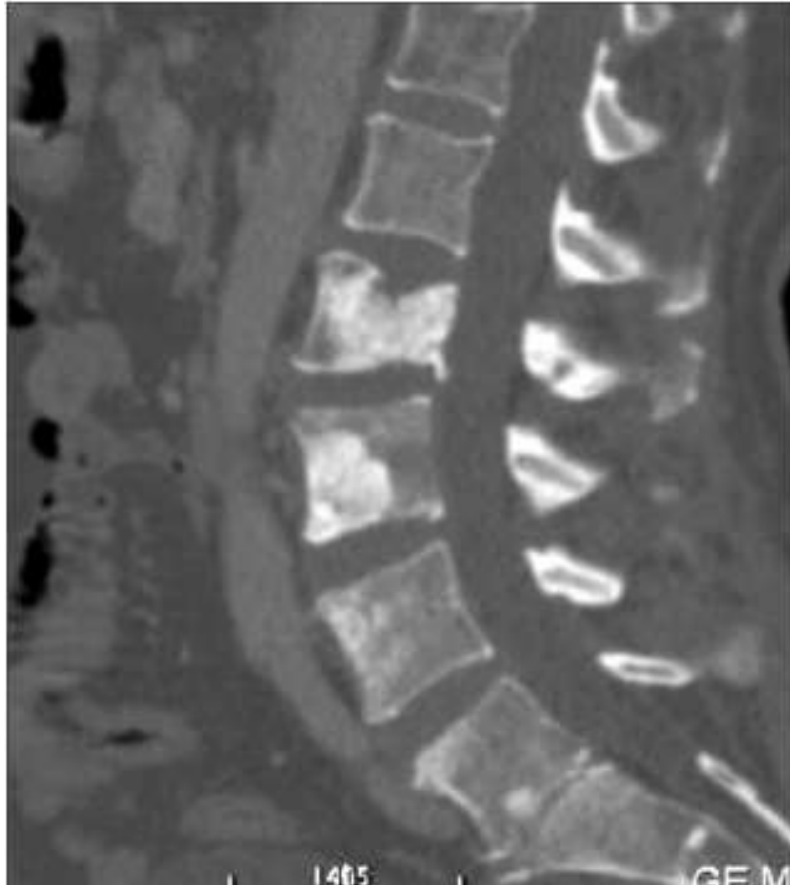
IRM lombaire. Métastases condensantes d'un cancer de la prostate touchant L2 (fracturée), la moitié antérieure du corps de L3, l'angle supéro-antérieur de L4 et le plateau inférieur de L5 (nodule condensant)[10].
